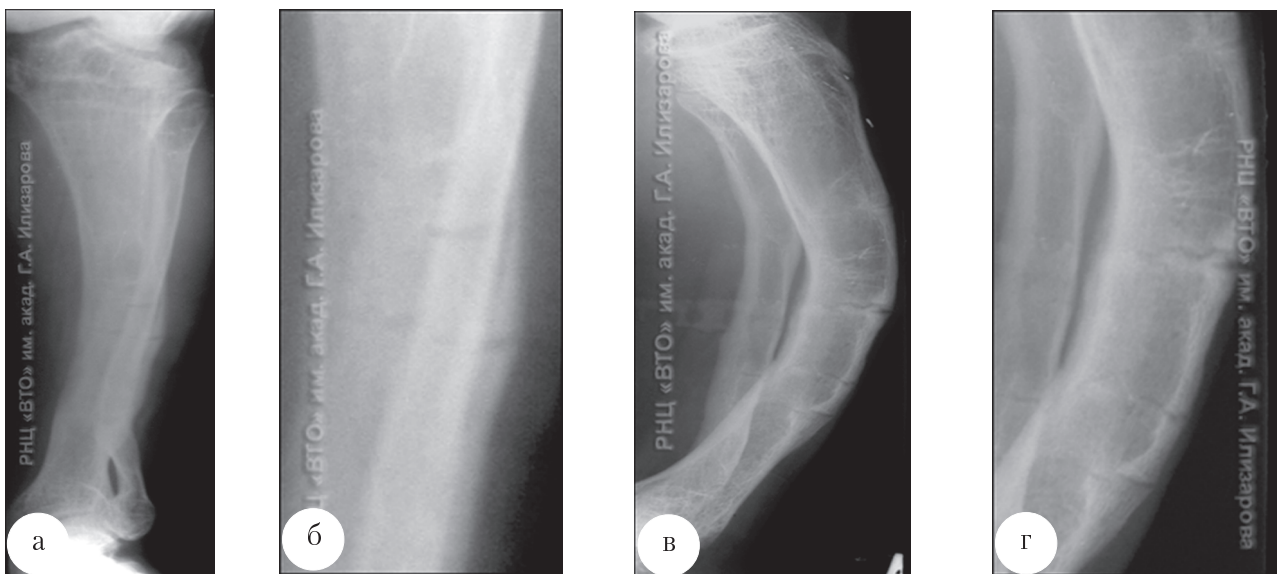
Рентгенограммы костей левой голени больного К., 14 лет, фосфат-диабет: а, б – в прямой задней; в, г – боковой проекциях. Плоскостная зона резорбции.
